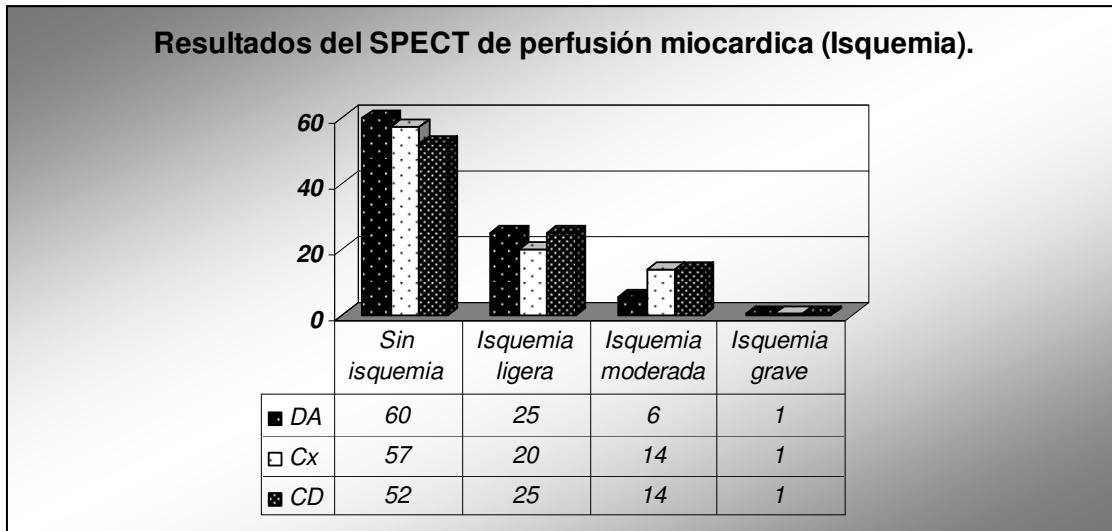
Resultados del SPECT de perfusión miocárdica. Localización de los diferentes grados de isquemia según el segmento anatómico afectado: DA: pared anterior, región anteroseptal, anterolateral y ápex; Cx: pared lateral; CD: pared inferior y región inferoseptal .
